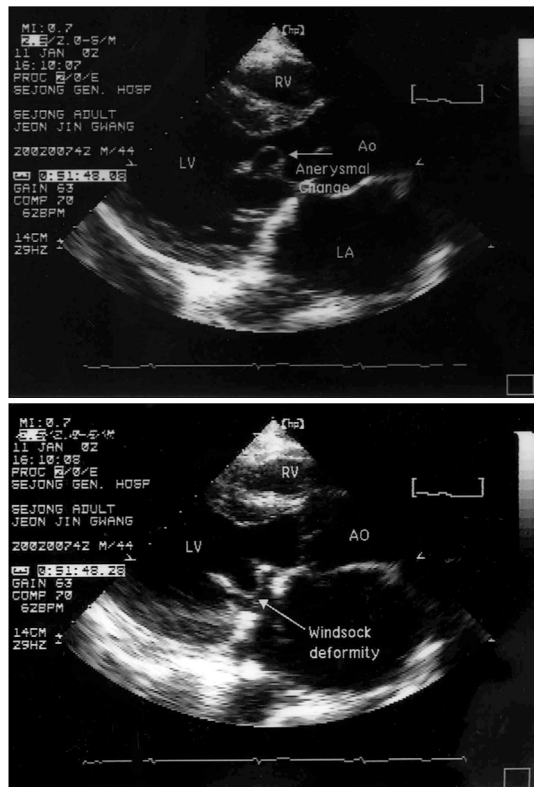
Transthoracic parasternal long-axis view (Top : mid-diastolic frame, Bottom : end-diastolic frame) shows aneurysmal dilatation of the anterior mitral leaflet.
